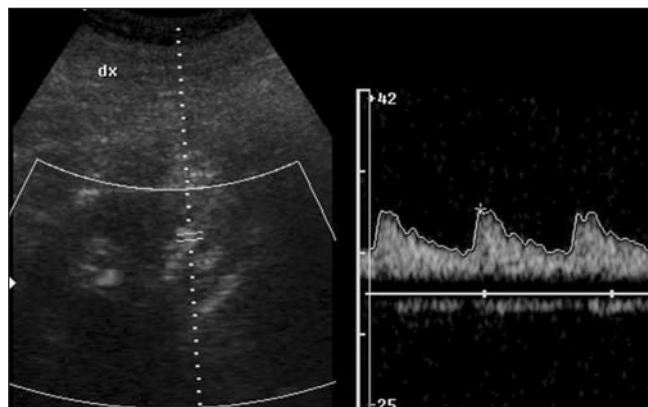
Eco-color-Doppler delle arteriole renali. Si noti la caratteristica onda a "bassa resistenza".
